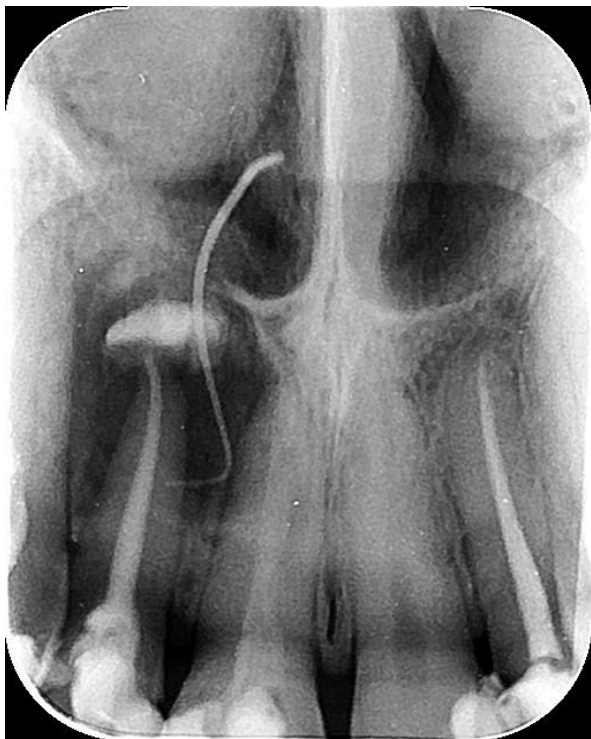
Radiografia de rastreamento de fístula.
